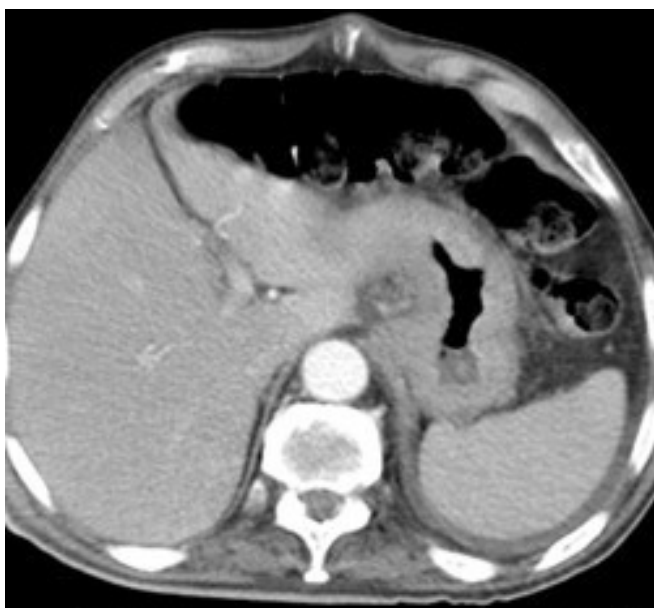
TAC de Abdomen compatible con neoplasia gástrica (mayor afectación antro-pilórica).
